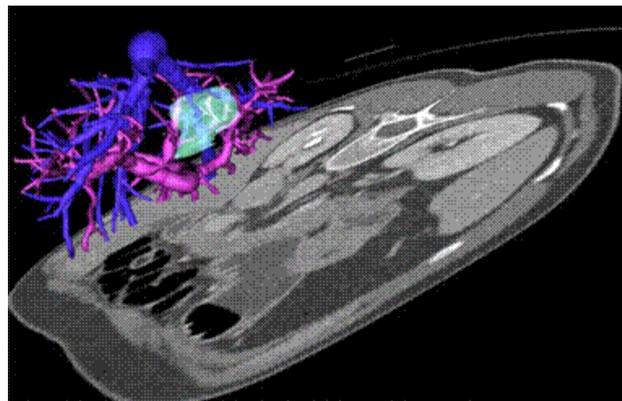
ricostruzione TC tridimensionale dei rapporti tra sistemi vascolari epatici e metastasi
